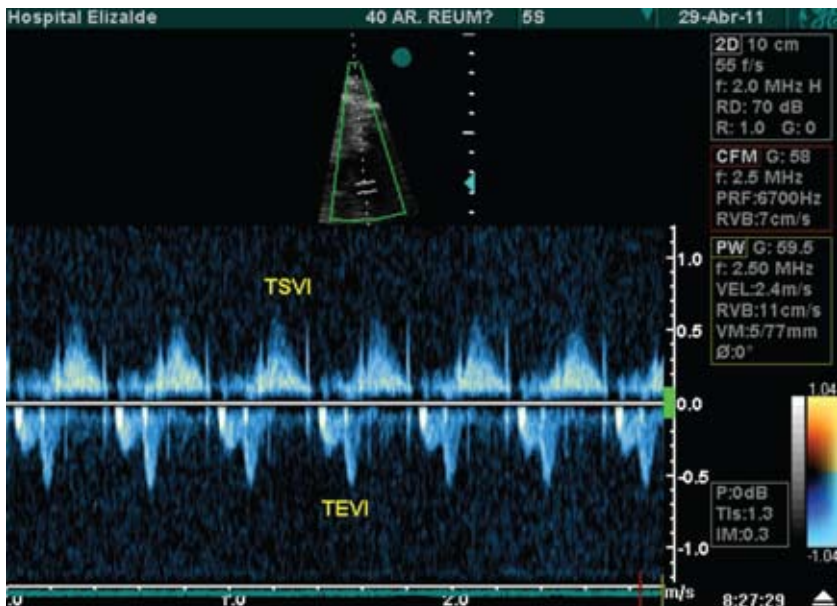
Doppler pulsado fetal con volumen de muestra para registrar simultáneamente velocidades del flujo en TEVI y TSVI.
